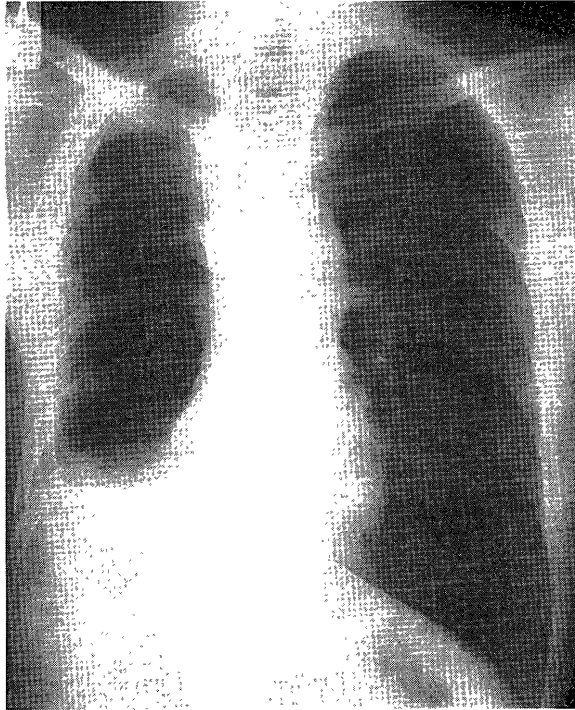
Chest radiograph showed loss of right pleural effusion.
